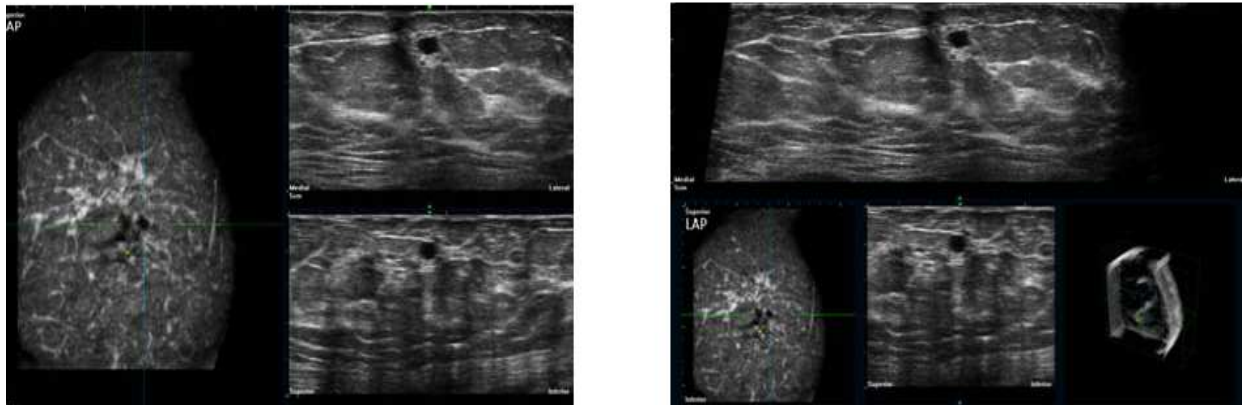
Single-slice-layout und ultrasound-wide-layout (aus User Manual, View Station, U-Systems, Siemens).
